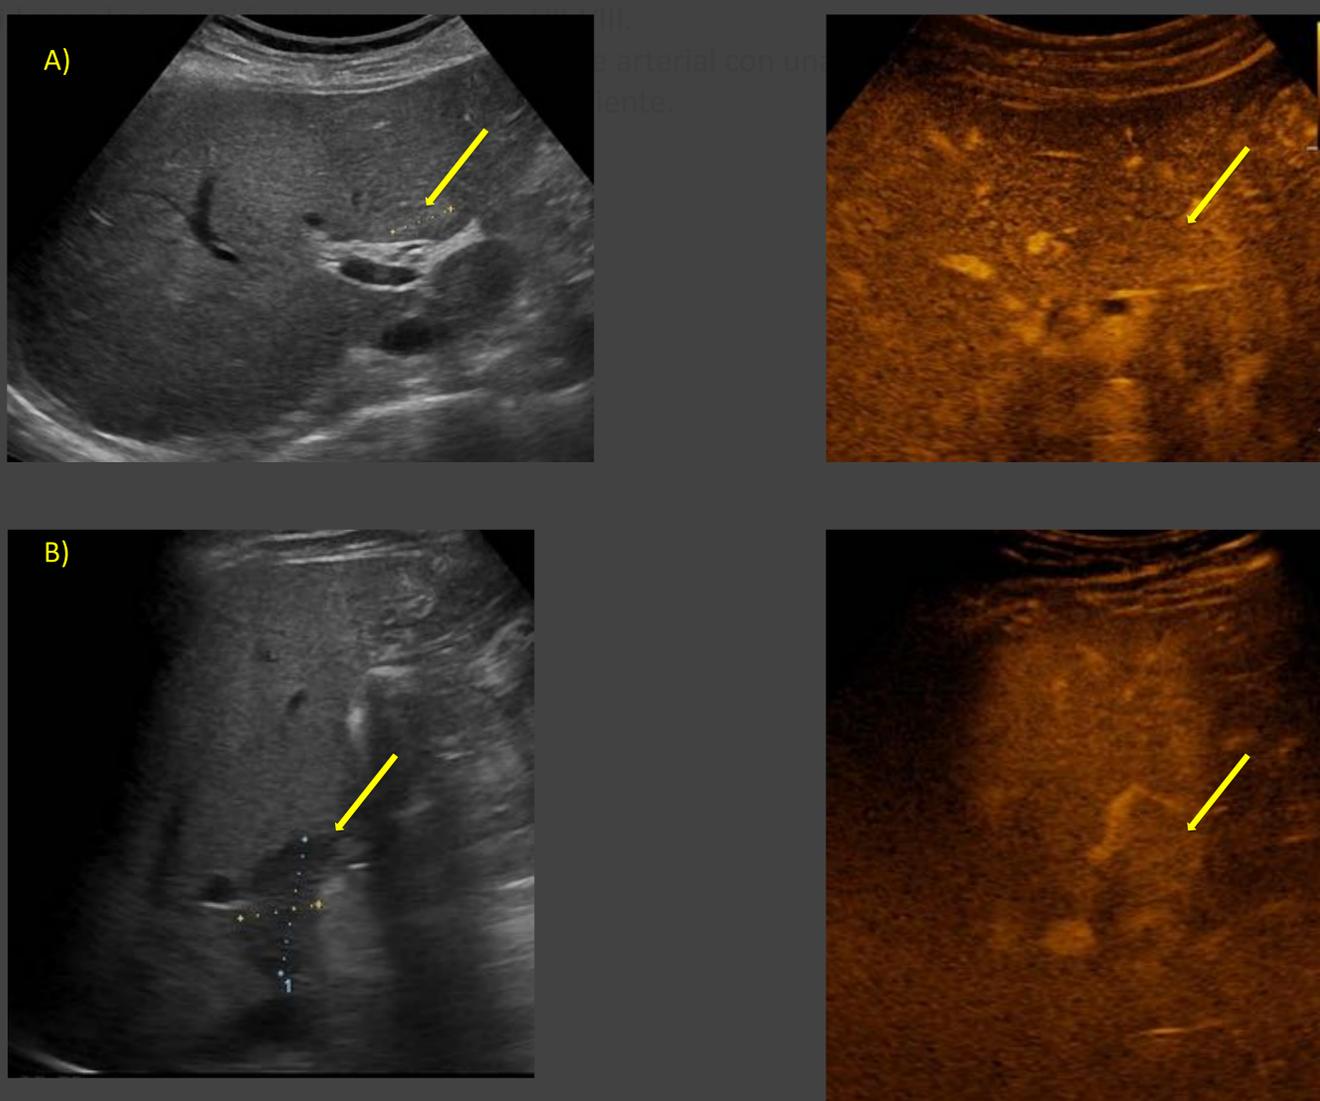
A) Área de focal de esteatosis. B) Área de respeto graso. Tras ecografía con contraste las áreas esteatóticas o de respeto graso se comportan como el resto del parénquima hepático, permaneciendo isoecoicas en todas las fases.
